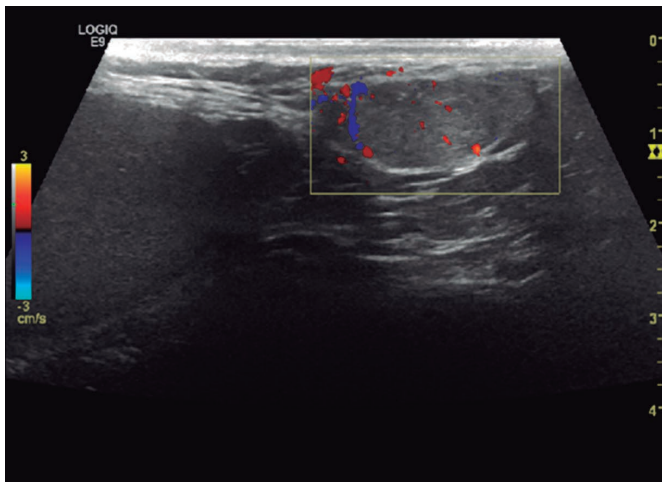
Ultrasonido Doppler color de testículo accesorio.
